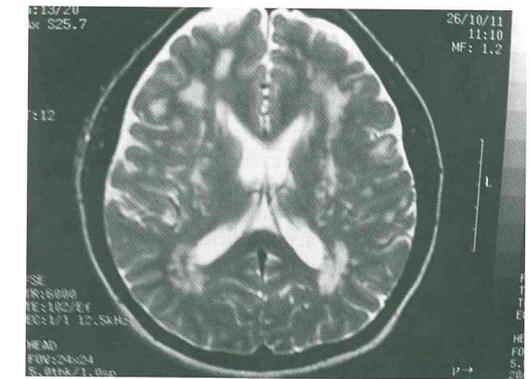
RM de encéfalo con evidencia de lesiones de la sustancia blanca en un paciente con CADASIL.
